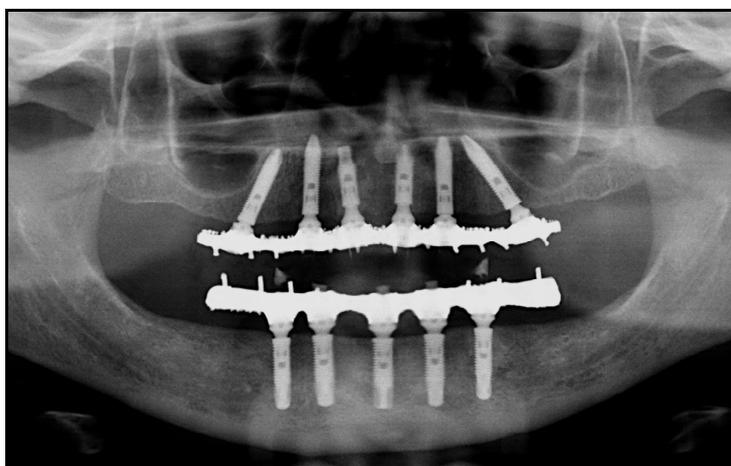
Radiografia panorâmica após 3 meses da instalação dos implantes.
